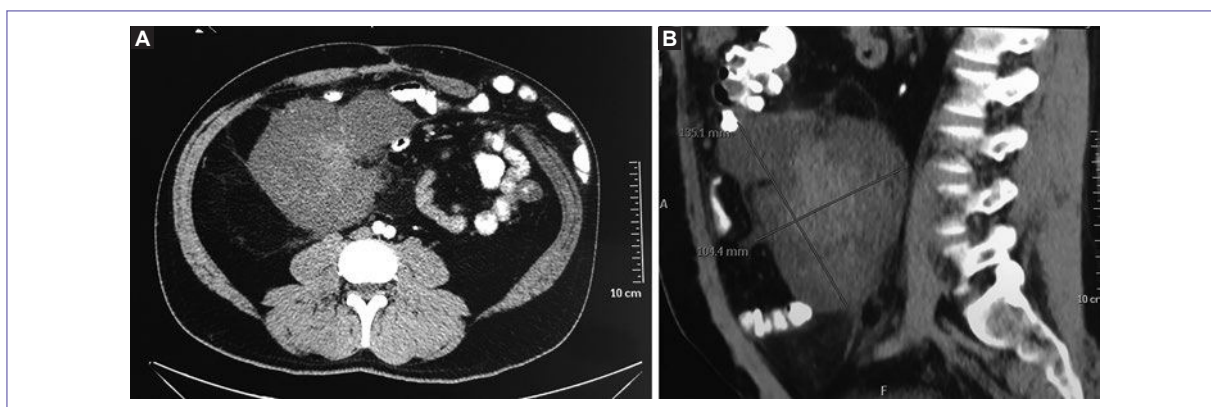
Tomografía abdominopélvica con doble contraste en corte axial y con reconstrucción sagital. A: Corte axial donde se identifica en el flanco derecho tumor de bordes definidos, redondo, heterogéneo, de tamaño aproximado 135 x 134 x 104 mm, asociado a infiltración de grasa mesentérica periférica. B: Corte sagital donde se visualiza la misma lesión con realce por la administración de medio de contraste.
